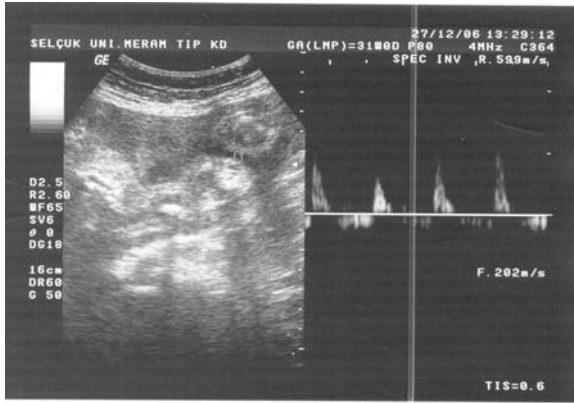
Anormal Umbilikal Arter Doppler Bulguları.
